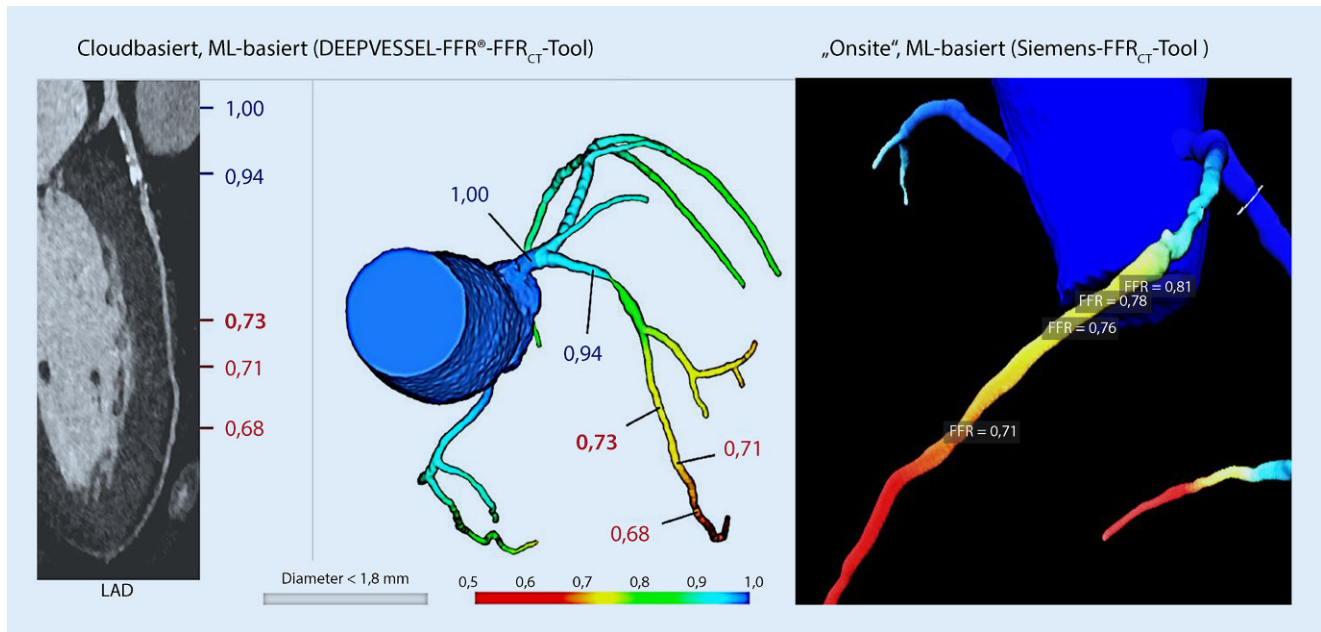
▲ Patientin mit visuell schwerer Stenose in der proximalen LAD („left anterior descending artery“) im Bereich einer stark verkalkten Plaque vor TAVI („transcatheter aortic valve implantation“): Sowohl der ML („machine learning“) -basierte Algorithmus (DEEPPVESSEL FFR®; Keya Medical Technology, Beijing, China) als auch der der Firma Siemens ergeben jeweils im Abstand von 10–20 mm von der LAD-Stenose eine FFR_{CT} („computed tomography-derived fractional flow reserve“) zwischen 0,78 und 0,81 im Grenzbereich einer hämodynamischen Relevanz. Es erfolgte keine Koronarintervention
